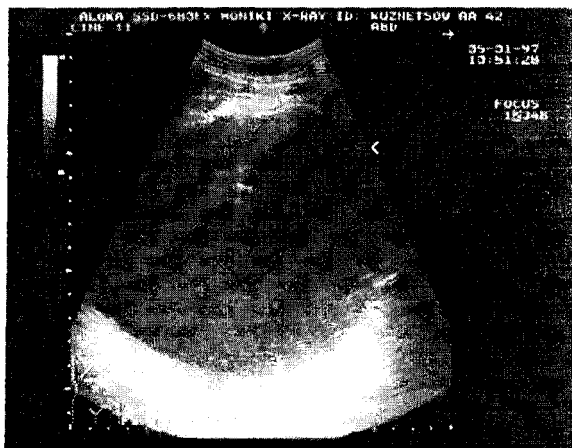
Эхотомограмма больного К., 42 лет. Панкреонекроз в фазе гнойных осложнений. Абсцесс сальниковой сумки объемом более 1000 мл. Разметка для пункционного дренирования.
